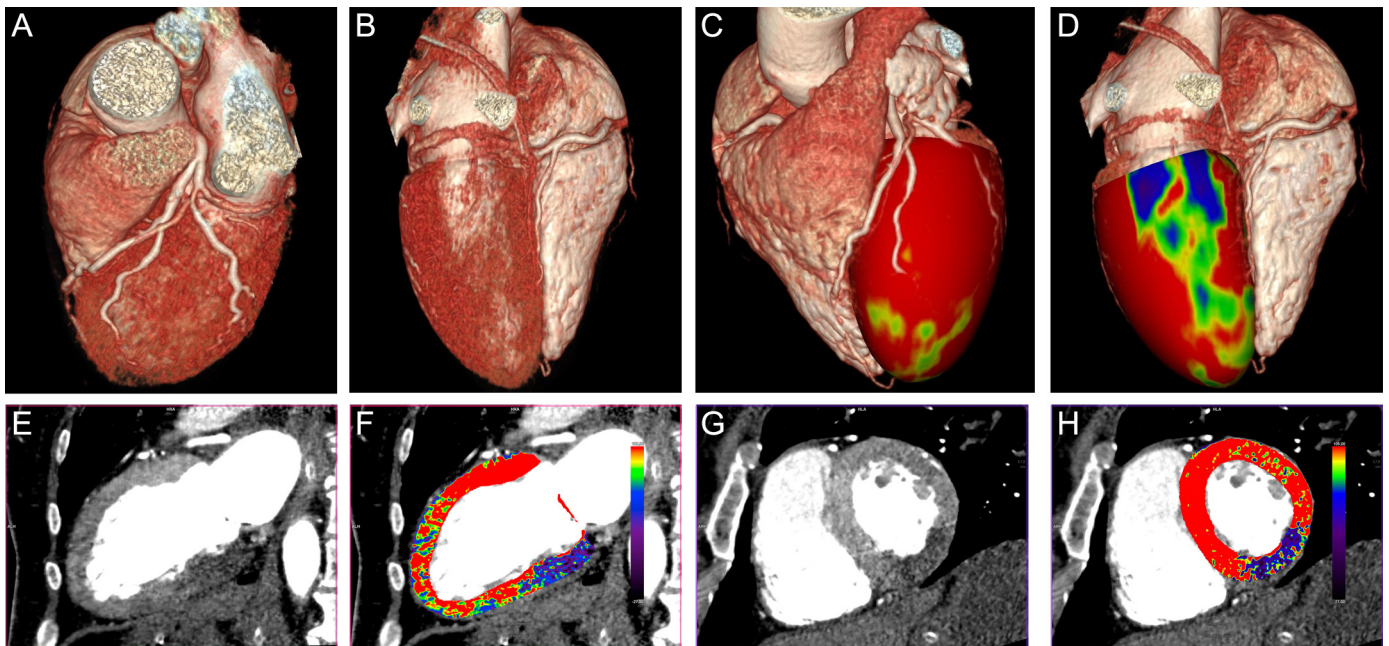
Young female after car crash suffering from the seat-belt chest injury. During the post-trauma period in the intensive care unit increased levels of troponin. CTA detected dissection of left descending artery. A, B – volume rendering images showing narrowing of the involved artery, C – curved planar analysis of the affected artery, D – 3D-display of the decreased enhancement in the apex and the anterior wall of the left ventricle, E – long axis view in gray scale, F – long axis view in color scale showing the decreased enhancement in blue color within the myocardial infarction, G – short axis view in gray scale, H – short axis view in color scale showing the decreased enhancement in blue color within the myocardial infarction.
